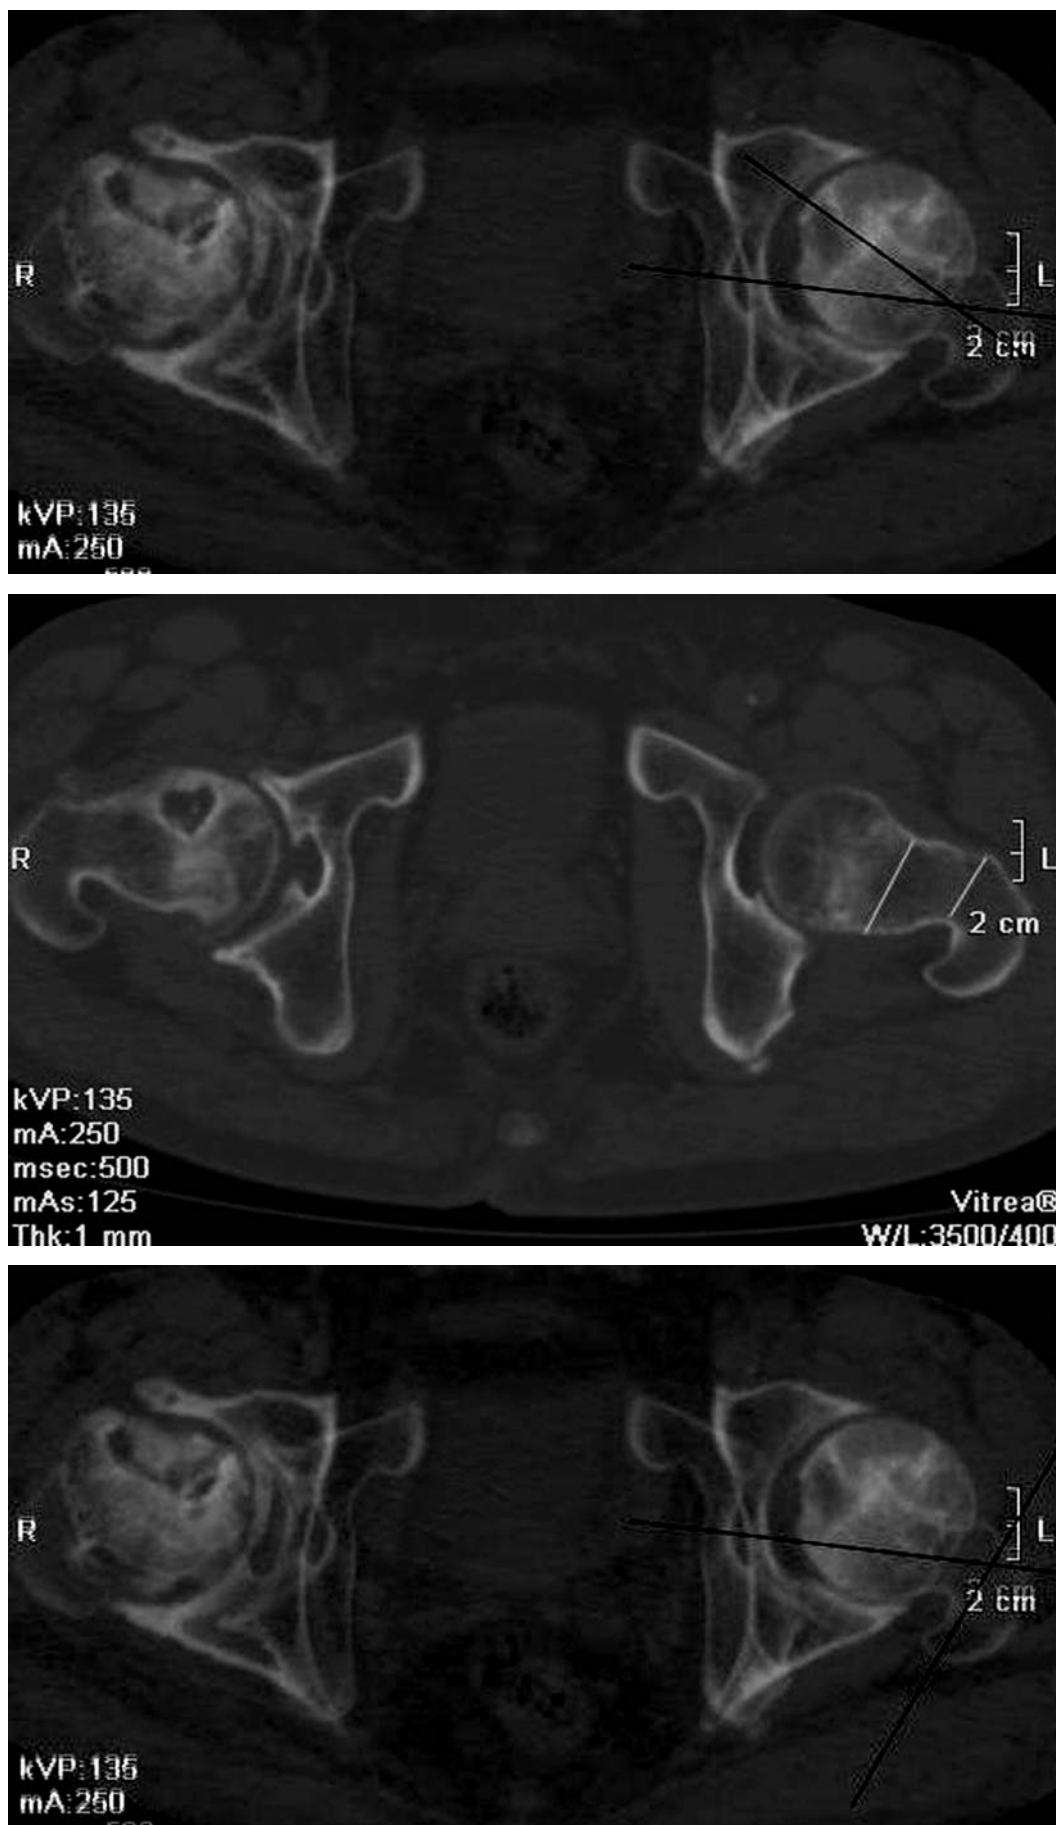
МСКТ-срез дегенеративно-измененного тазобедренного сустава.
